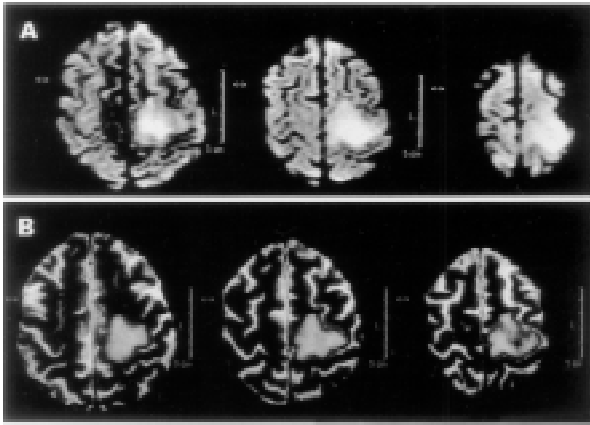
Resonancia nuclear magnética cerebral: Lesión nodular de 15 mm de diámetro, rodeada por edema, en la convexidad frontal izquierda a nivel del giro paracentral en T1 (A) y T2 (B). La lesión produce efecto de masa y colapsa los espacios subaracnoideos corticales adyacentes.
